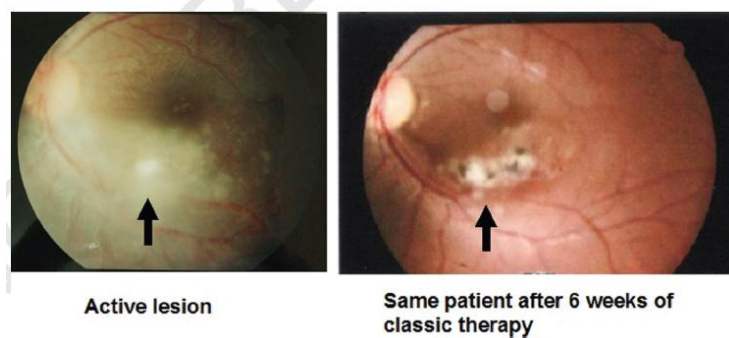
Daño ocular fetal por TC.
